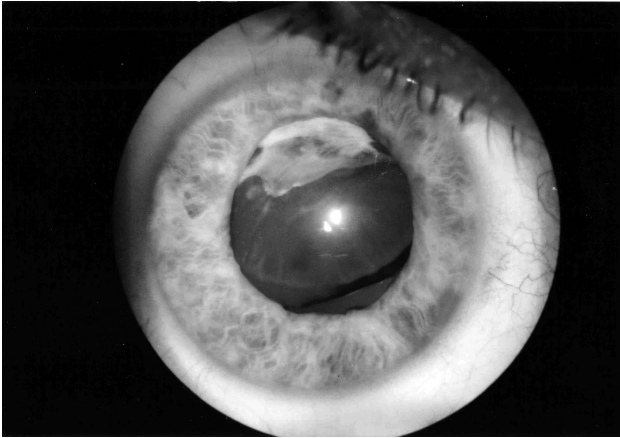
Фото правого глаза больного Р., 33 лет до операции: контузия глаза, сублюксированная травматическая катаракта, миопия. Острота зрения = 0,02 не корректируется
